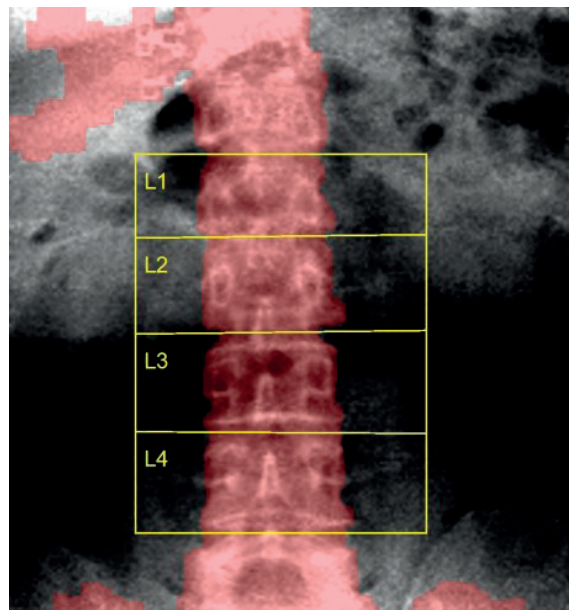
Рентгеновская остеоденситометрия на уровне тел L1-L4 позвонков
